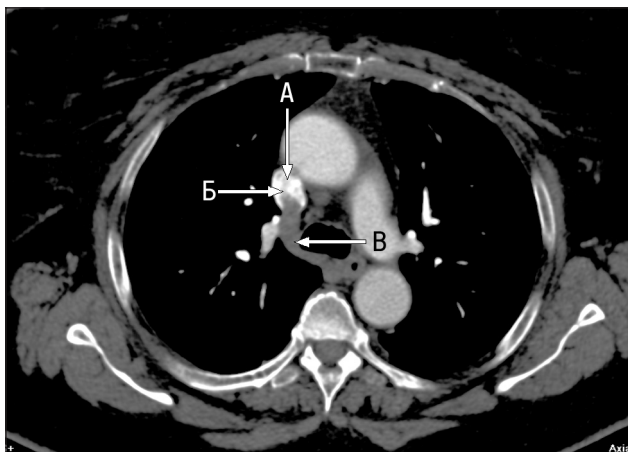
Компьютерная томограмма той же больной от 10.09.2015 г. в позднюю артериальную фазу на уровне v. azugos, контрастирование через кубитальную вену. На фоне контрастированной крови в просвете верхней полой вены (А) определяется несодержащая контрастное вещество кровь из v. azugos (Б), v. azugos (В) компенсаторно расширена из-за нарушения оттока по НПВ
